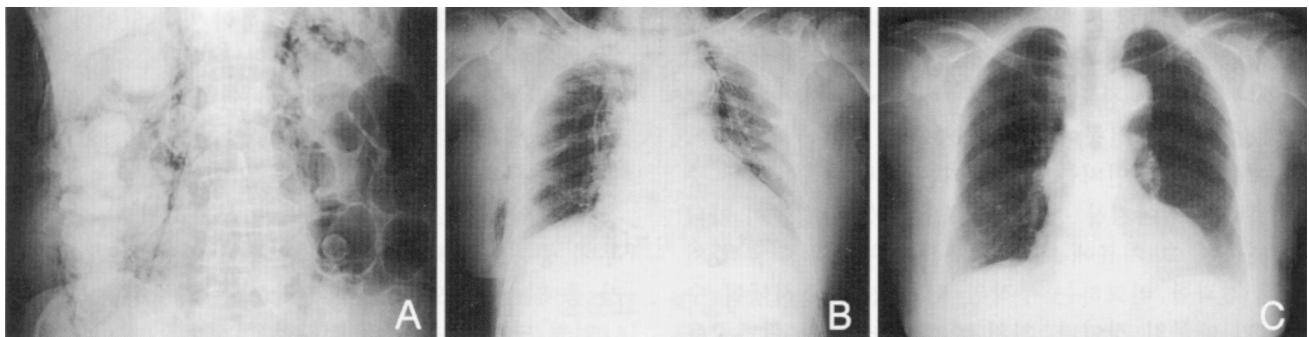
(A) A plain abdominal x-ray finding after endoscopic sphincterotomy and stone removal. A large amount of air is seen along the psoas muscle and pararenal spaces. (B) A chest x-ray finding after endoscopic sphincterotomy and stone removal. Air is noted in the mediastinum and subcutaneous tissue. (C) A chest x-ray finding taken 10 days after endoscopic sphincterotomy and stone removal. Complete disappearance of air from the mediastinum and subcutaneous tissue is shown.
